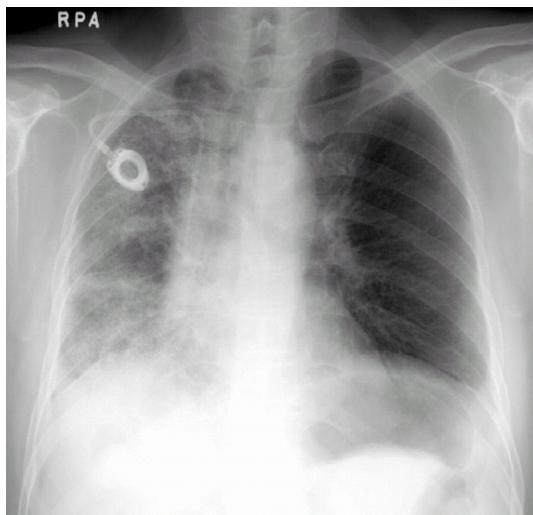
Chest PA 1 week after 6 cycles of gemcitabine treatment. The chest X-ray shows diffuse increased air space opacity and linear density. The right lung shows a marked volume reduction.
